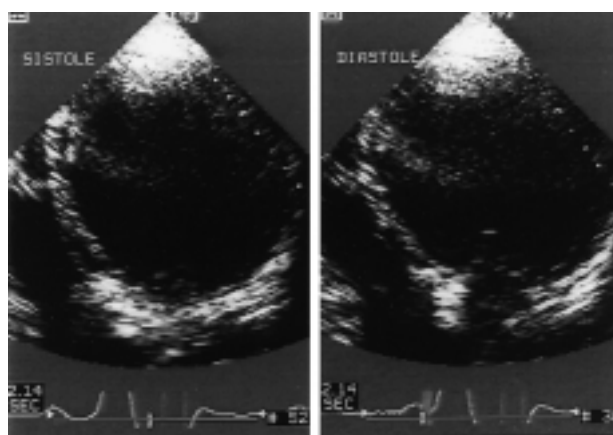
Immagini ecocardiografiche in diastole (a destra) ed in sistole (a sinistra) del ventricolo sinistro acquisite prima dell'impianto del device. Nonostante la diversa qualità delle immagini (recuperate da una registrazione su videocassetta) è possibile evidenziare la marcata differenza delle dimensioni del ventricolo sinistro rispetto a quelle della figura 2.
